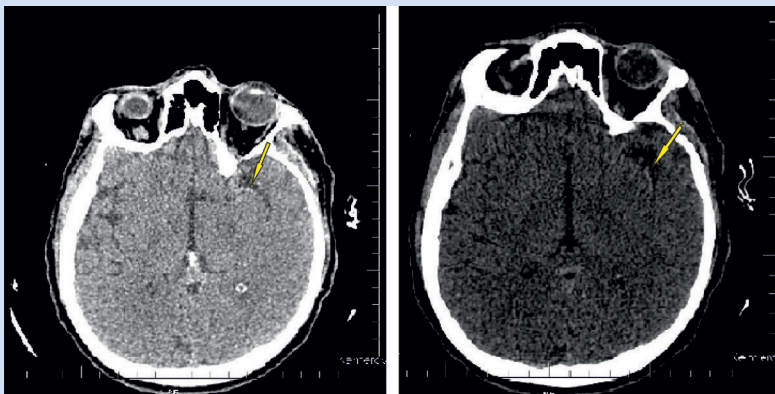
Компьютерная томография головного мозга до процедуры. Стрелкой указан участок гиперденной артерии
